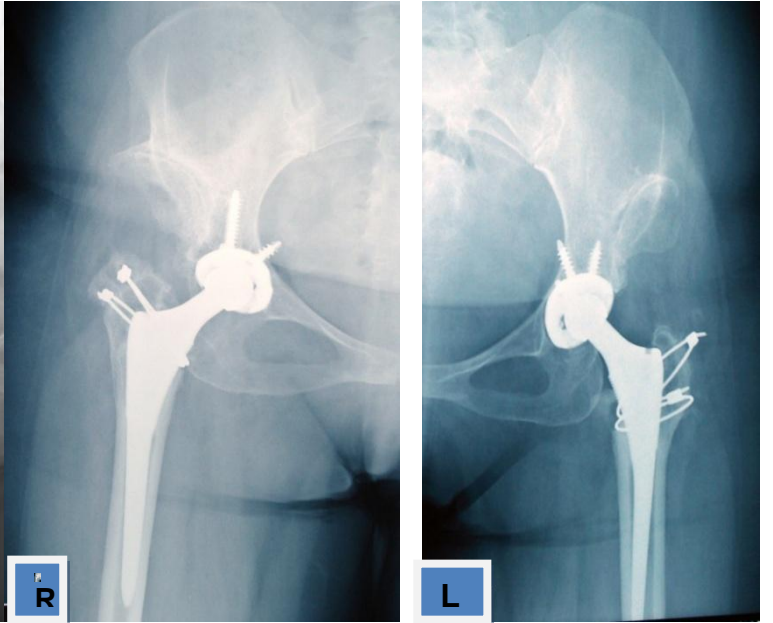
Preop AP Pelvis Grafisi
